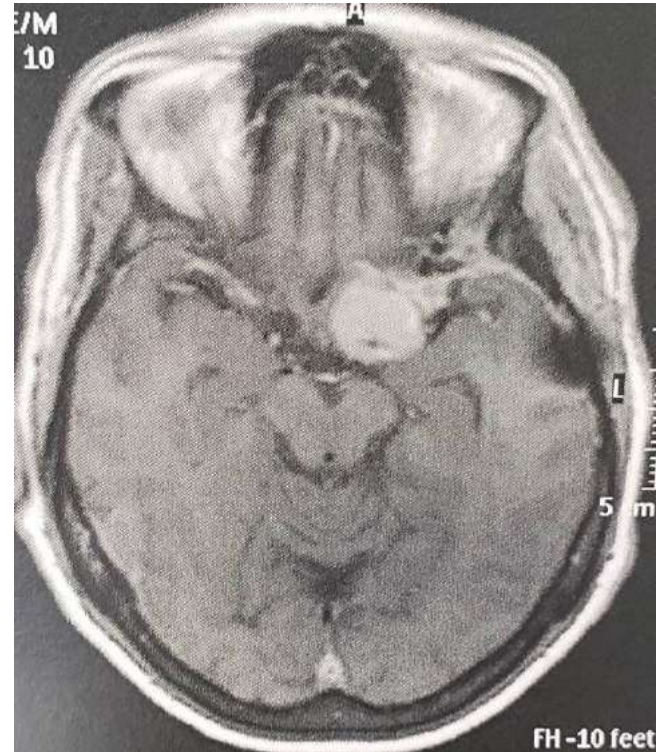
Meningioma clival visto na RM (T1).
